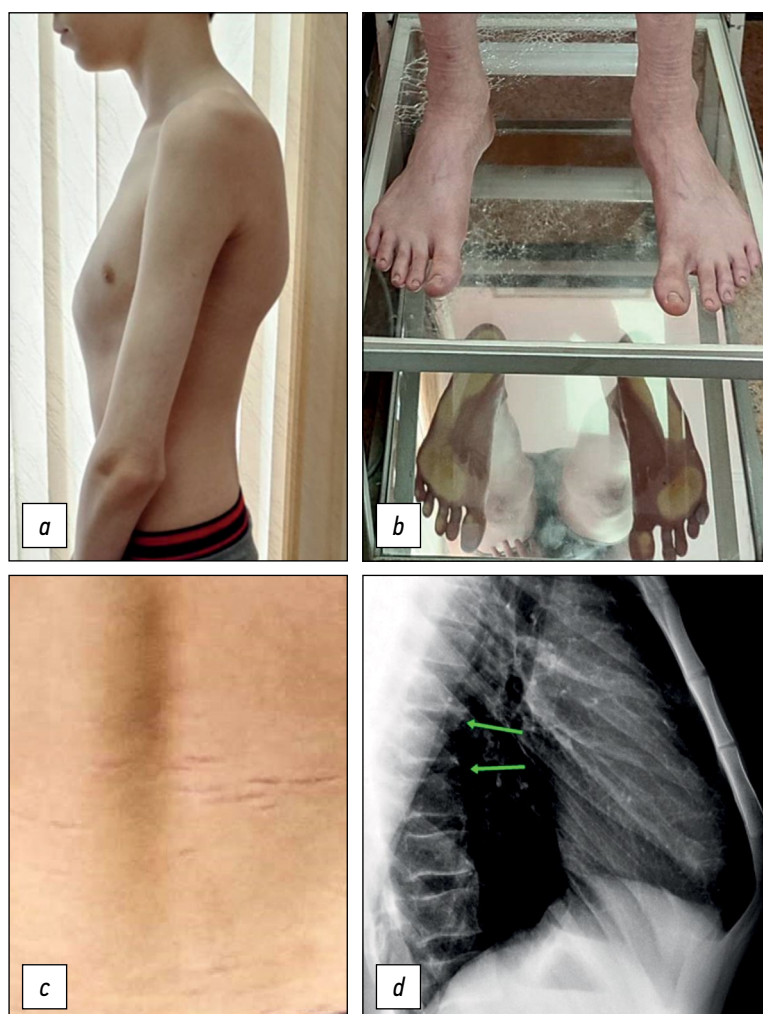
Результаты клинического и инструментального обследования юноши 16 лет с килевидной деформацией грудной клетки: *a* — привычная поза ребёнка — ослабленная осанка, крыловидное выстояние лопаток, приведение впереди плеч, шейный гиперлордоз; *b* — приведение переднего отдела левой стопы; *c* — стрии на спине в поясничной области; *d* — на рентгенограммах грудной клетки в боковой проекции — склероз и узурация концевых пластинок позвонков (признаки ювенильной остеохондропатии).
